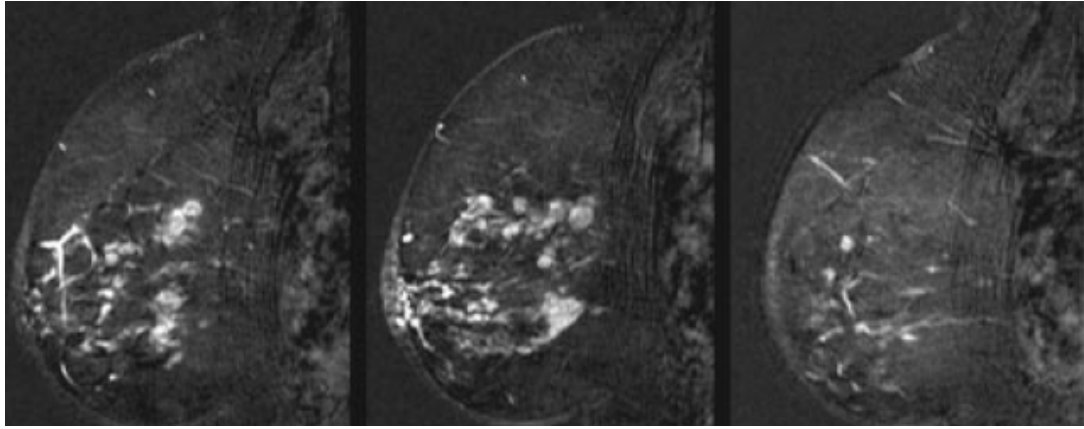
Multiples prises de contrastes anormales précoces à l'IRM révélant une récurrence locale d'un carcinome lobulaire infiltrant [101].
